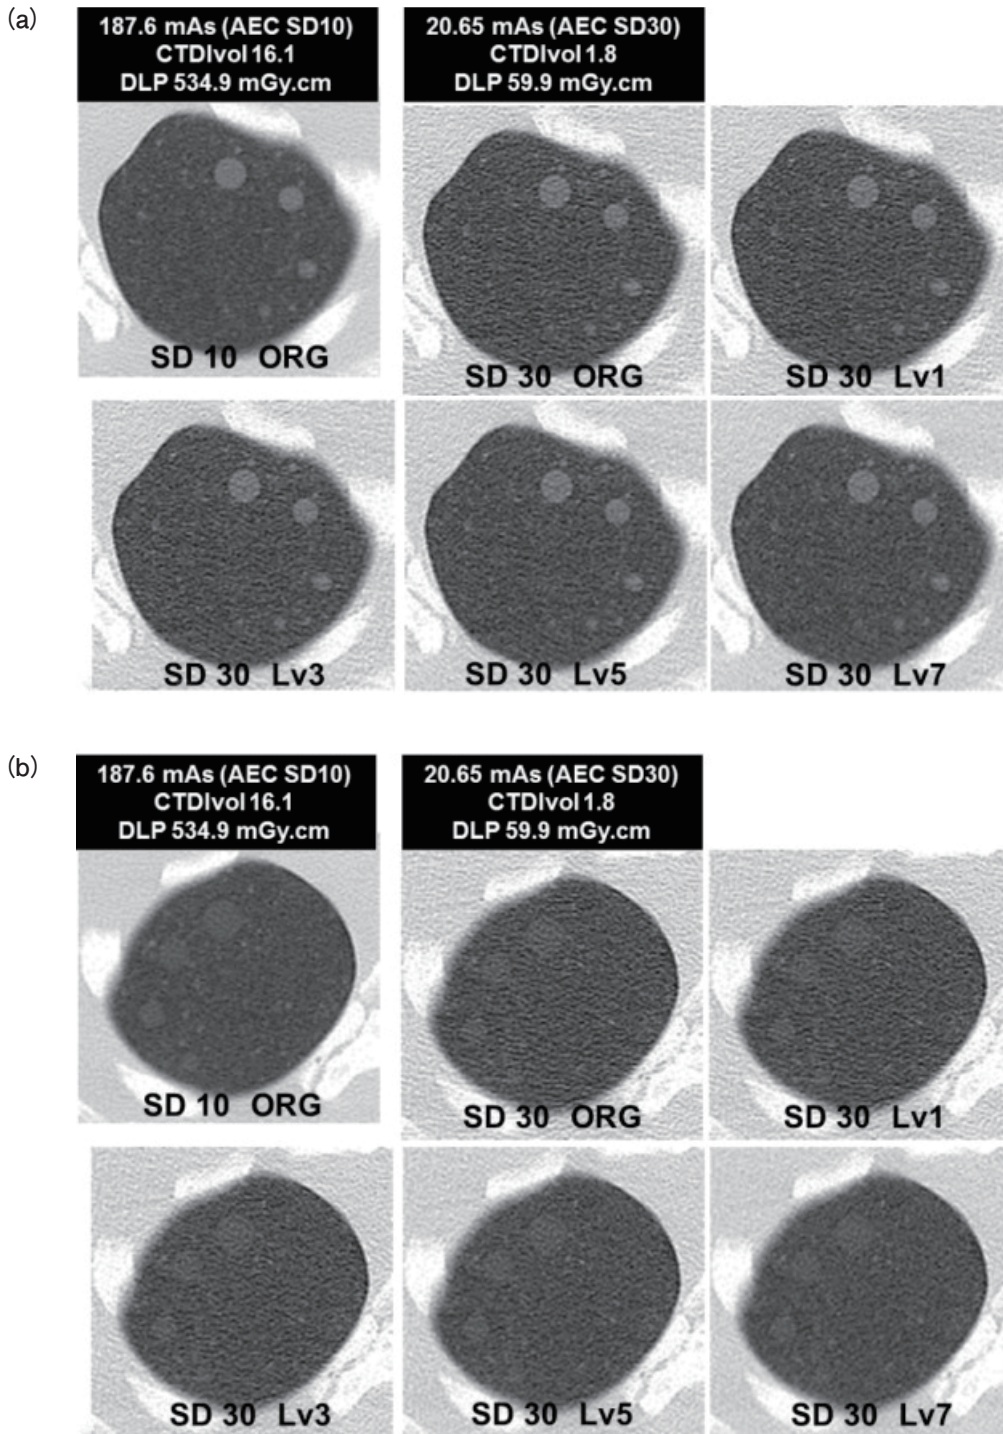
Image of different levels of IPA in CT-AEC SD30、(a) mass 4 mm・ $\Delta$  270 HU、(b) mass 8 mm・ $\Delta$  100 HU
